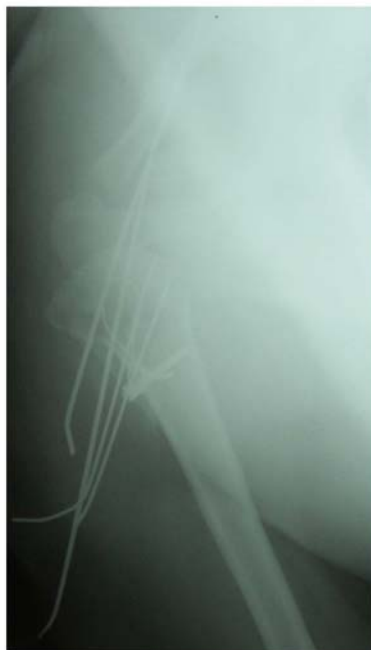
Рентгенограмма правого плеча и ключично-акромиального сочленения после металлоостеосинтеза перелома-вывиха плеча.
